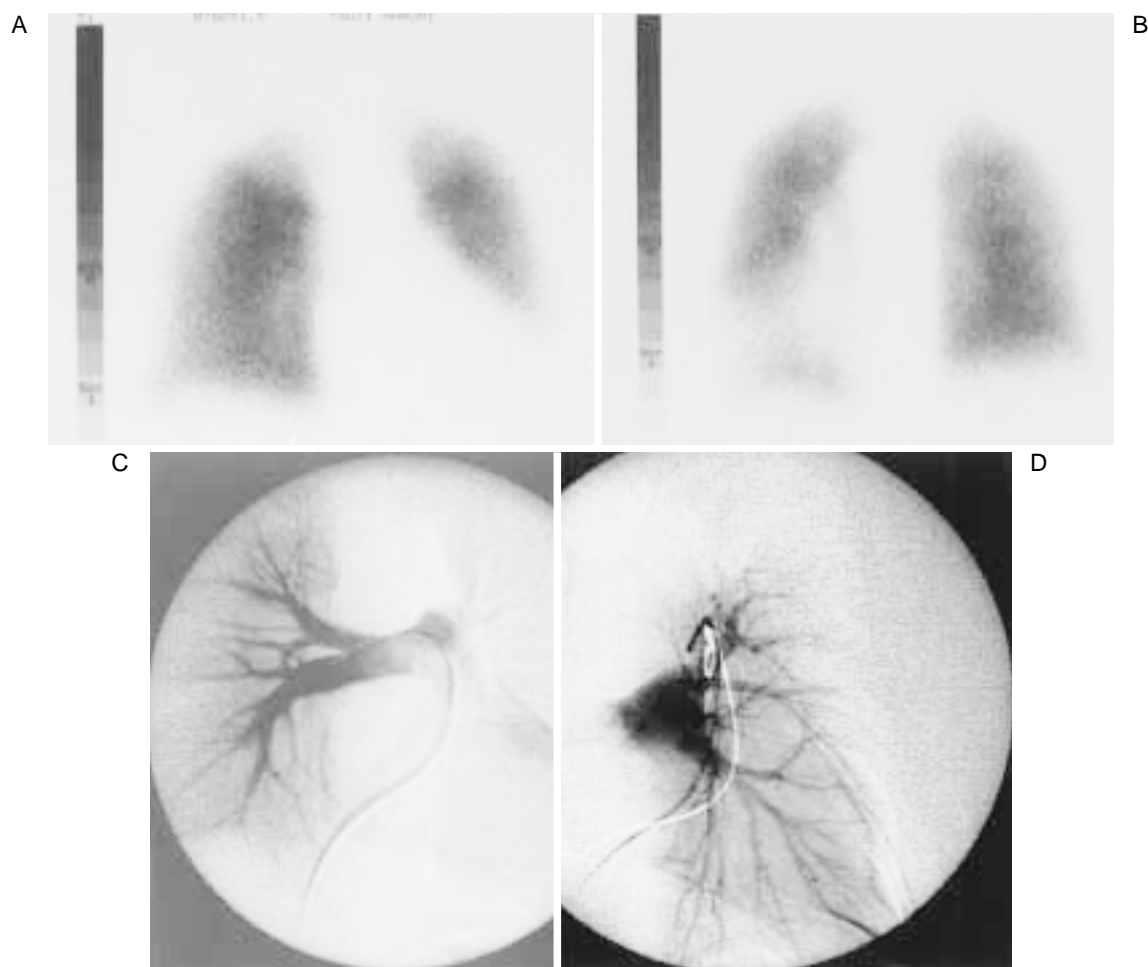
Pulmonary perfusion scintigrams (A, B) demonstrating no perfusion defects and pulmonary angiograms (C, D) showing normal findings
